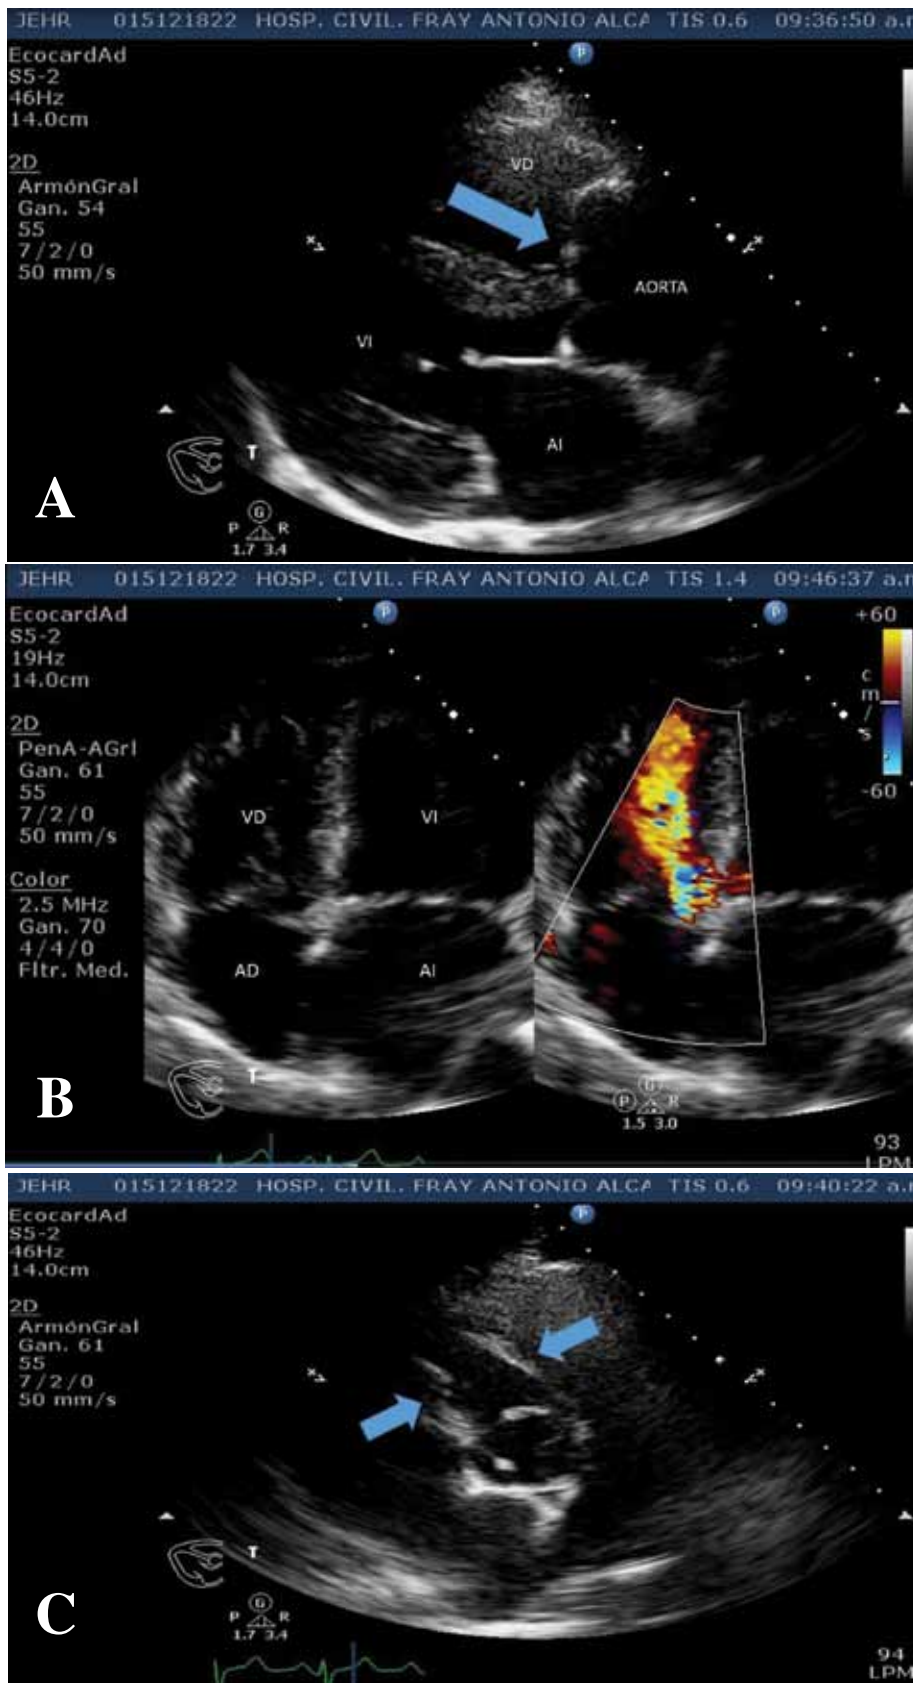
Ecocardiograma transtorácico: A. Vista eje paraesternal largo, donde se observa aneurisma del seno coronario derecho roto hacia ventrículo derecho (flecha azul). B. Vista apical 4 cámaras encontrando mediante Doppler color un flujo proveniente del aneurisma de seno de Valsalva roto hacia ventrículo derecho. C. Vista paraesternal eje corto a nivel de los grandes vasos, donde se observa la válvula aórtica al centro y la fístula de seno de Valsalva que protruye hacia el ventrículo derecho (flechas azules).
